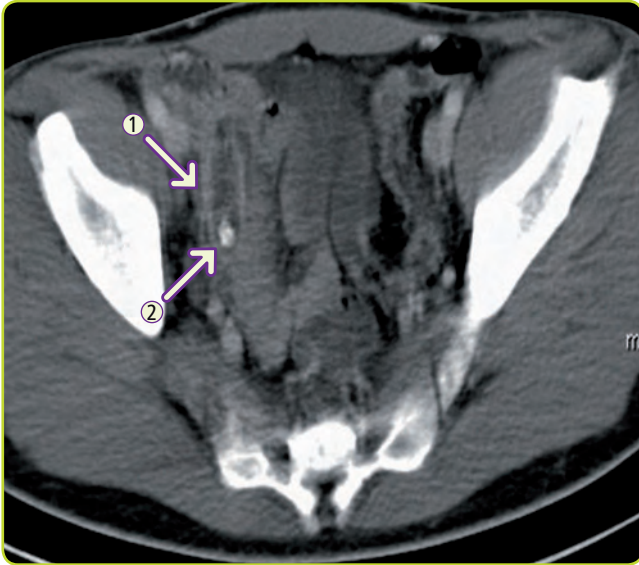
TC de apendicitis. Apéndice engrosado (flecha 1) con apendicolito en su interior (flecha 2).
